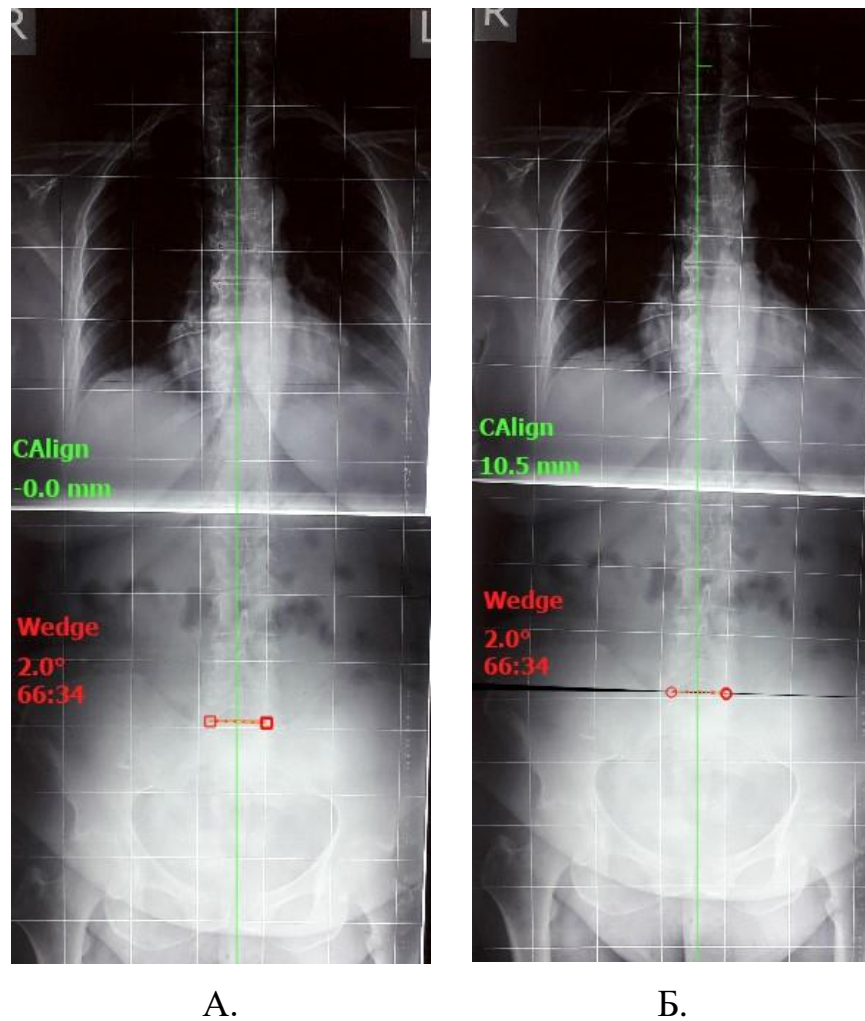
Отклонение позвоночника от центральной вертикальной линии крестца вследствие контракции в  $2^\circ$  на сегменте  $L_5-S_1$ . А. планирование остеотомии в  $2^\circ$  на уровне  $L_5-S_1$ . Б. рентгенограмма после закрытия остеотомии
